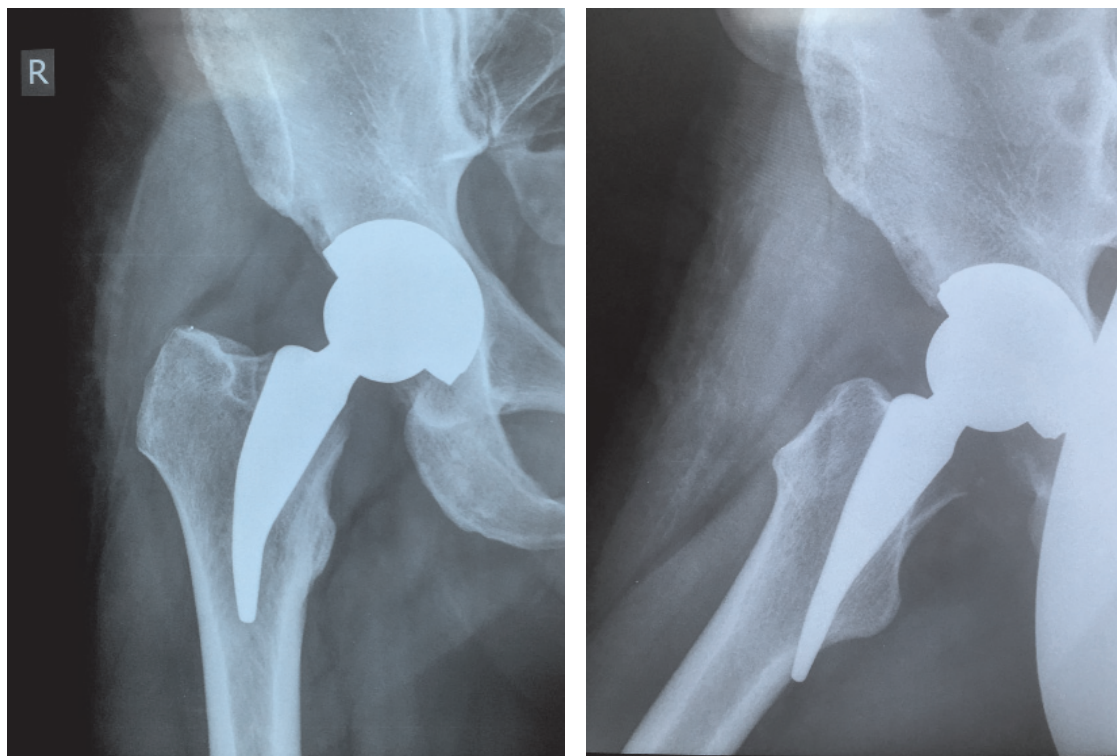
Рентгенограмма пациента после 3-х месяцев с момента операции
